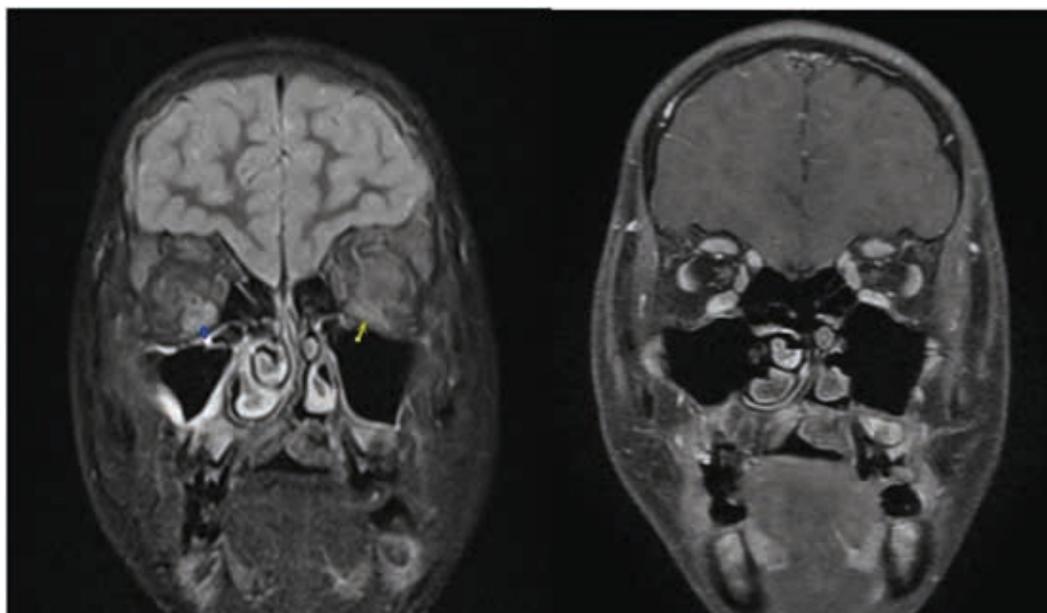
Caso 5. Imágenes de resonancia magnética nuclear. La imagen de la izquierda corresponde al momento del diagnóstico, se observa el engrosamiento de los músculos rectos inferiores (marcado por las flechas). La imagen de la derecha corresponde al resultado tras la terapia con corticoides intravenosos y tocilizumab, se observa una práctica resolución del engrosamiento muscular.
